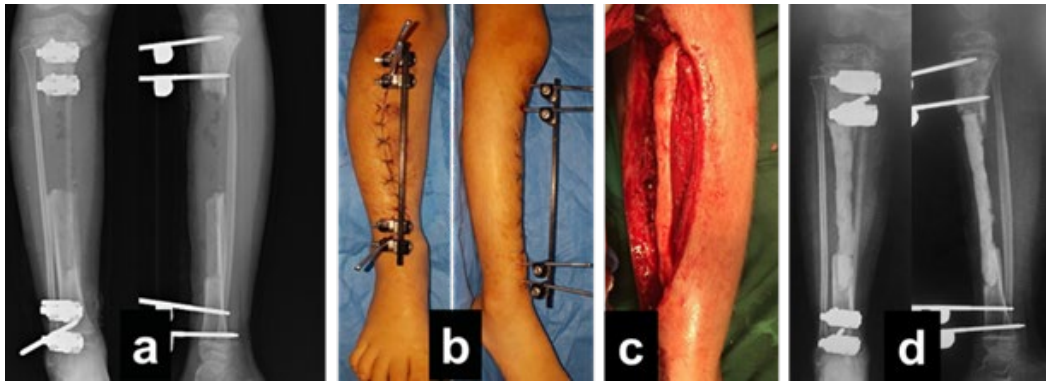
(a) Radiografías post operatorias; (b) Fotos clínicas postoperatorias; (c) Imágenes del intraoperatorio donde se muestra la implantación del cemento óseo; (d) Radiografías postoperatorias.
